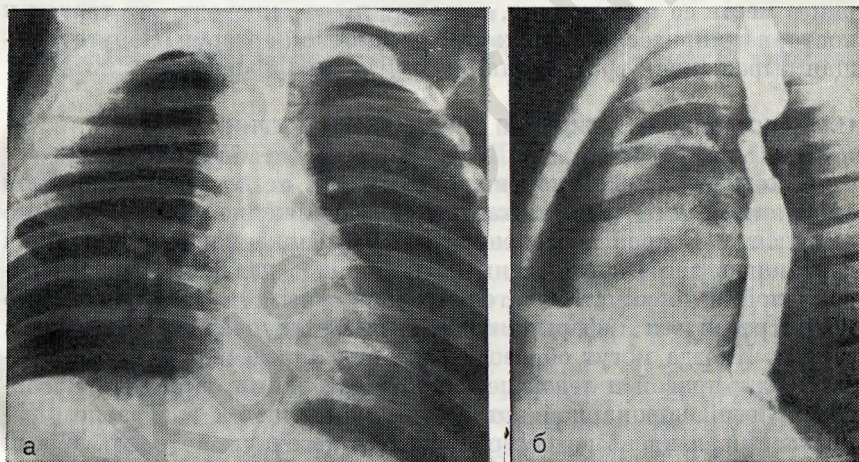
62. Рентгенограмма грудной клетки ребенка в возрасте 5 мес с удвоением дуги аорты.
